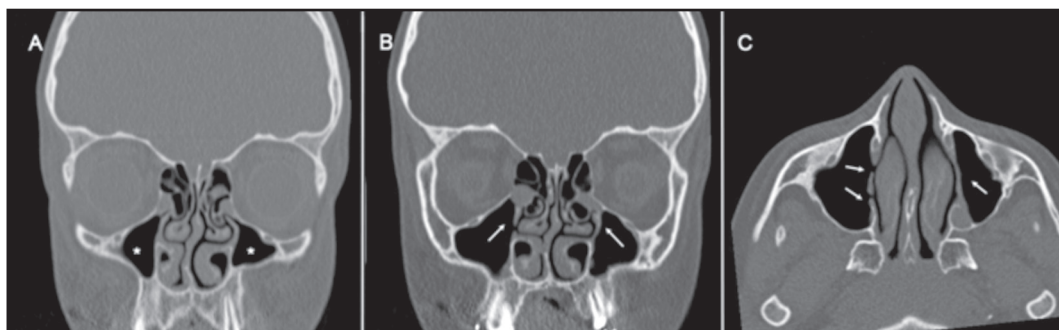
Tomografía computarizada de CPN a los 10 años. (A) y (B) Cortes coronales. Asterisco señala ambos senos maxilares sin velamiento y las flechas muestran desaparición de la atelectasia maxilar crónica en forma bilateral. (C) Corte axial: Se observa normalización de la pared medial de ambos senos maxilares.
